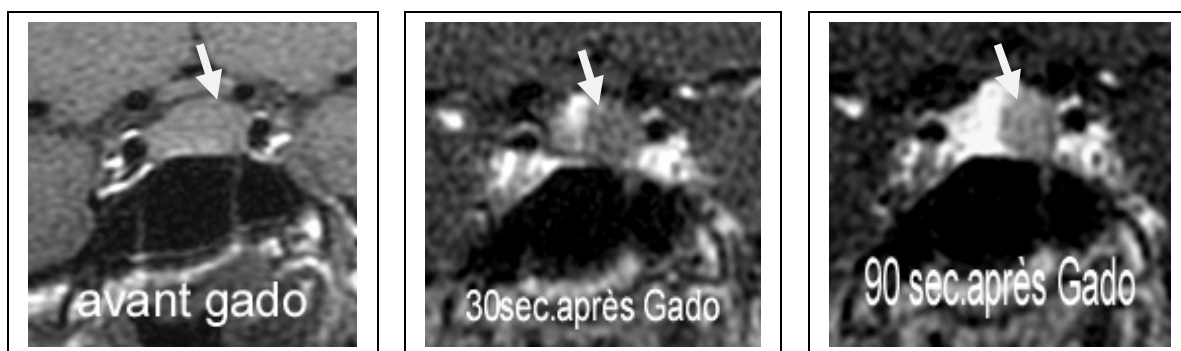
IRM hypophysaire en coupe sagittale
